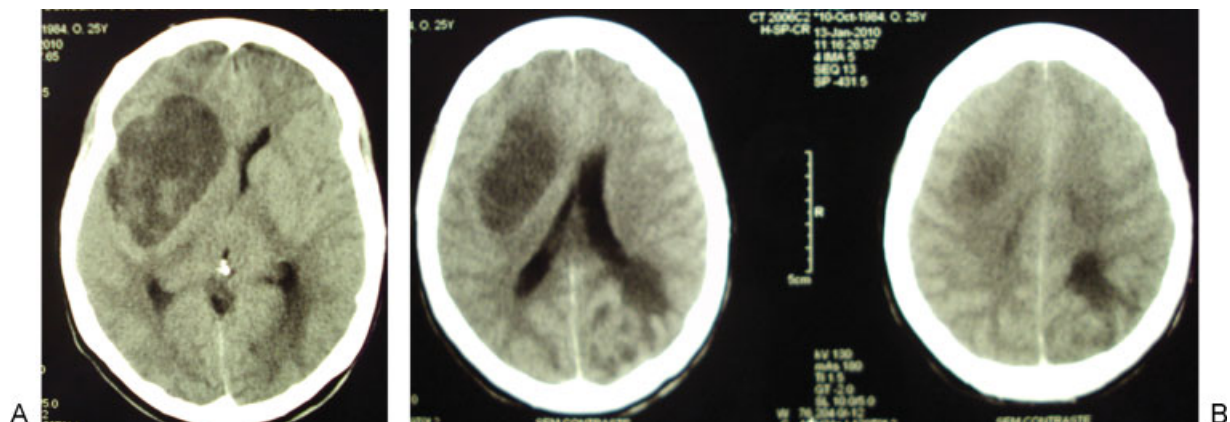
Tomografia computadorizada do crânio sem contraste evidenciando lesões hipodensas frontal à direita e occipital à esquerda.
